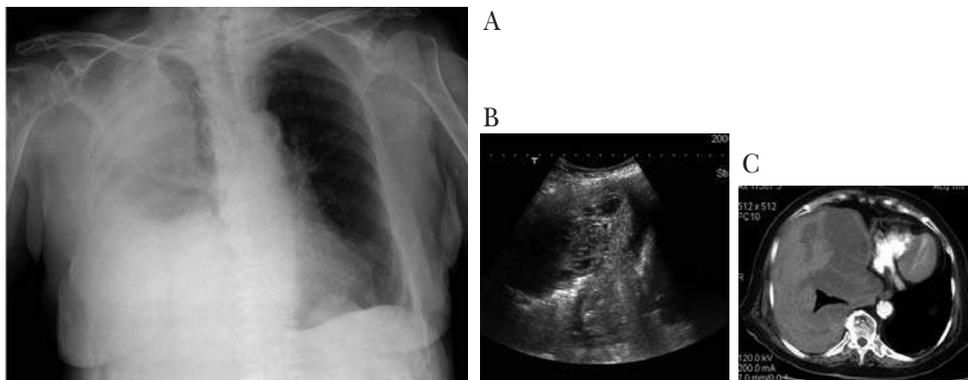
A). Radiografía de tórax de una paciente de 75 años que presenta dolor pleurítico derecho después de un intento de canalización de una vía venosa subclavia derecha. Se detecta una veladura casi completa del hemitórax derecho. B) Inicialmente se practicó una ecografía que demostró abundante derrame pleural derecho con contenido ecogénico, heterogéneo compatible con hemotórax. C). La TC mostró hallazgos similares a la ecografía: abundante derrame pleural con áreas hiperdensas que corresponden a sangre reciente en el interior de la cavidad pleural.
